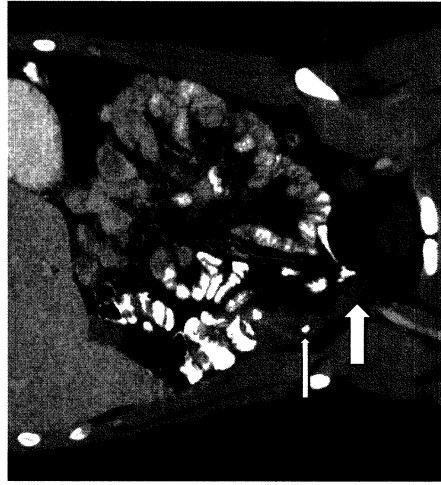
CT scan showing a distended appendix with thickening of the wall at the tip (large arrow) and a fecalith in the appendiceal lumen (small arrow).
